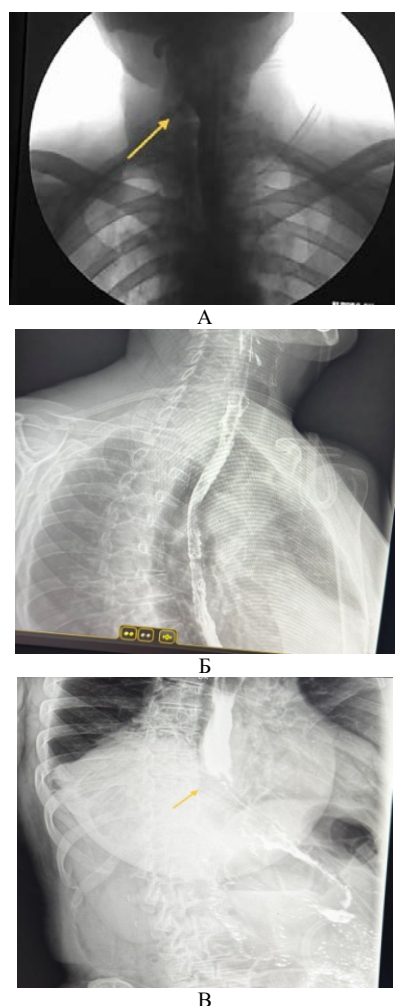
Рентгеноскопия пищевода после операции 1-го (А), 2-го (Б) и 3-го (В) пациентов
